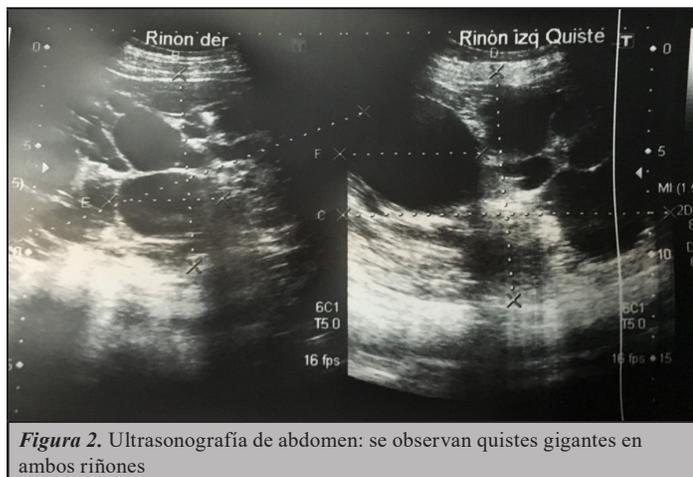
Ultrasonografía de abdomen: se observan quistes gigantes en ambos riñones
